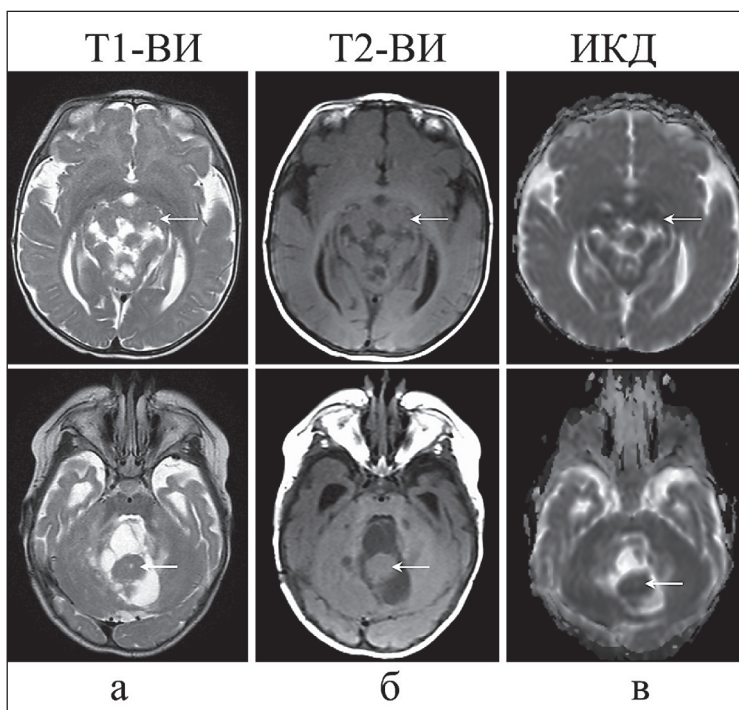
Постнатальная МРТ головного мозга. Врожденная медуллобластома у ребенка (5 мес) на T2-ВИ (а), T1-ВИ (б) и карте ИКД (в). Опухоль указана стрелкой. Серая шкала параметрических карт ИКД охватывает диапазон $0-3 \times 10^{-3} \text{ мм}^2/\text{с}$ (в)
